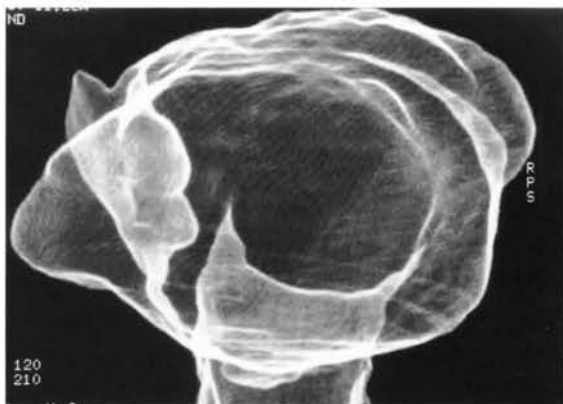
Ray-Sum (CT透視法) X線二重造影法と似た像が得られる。
